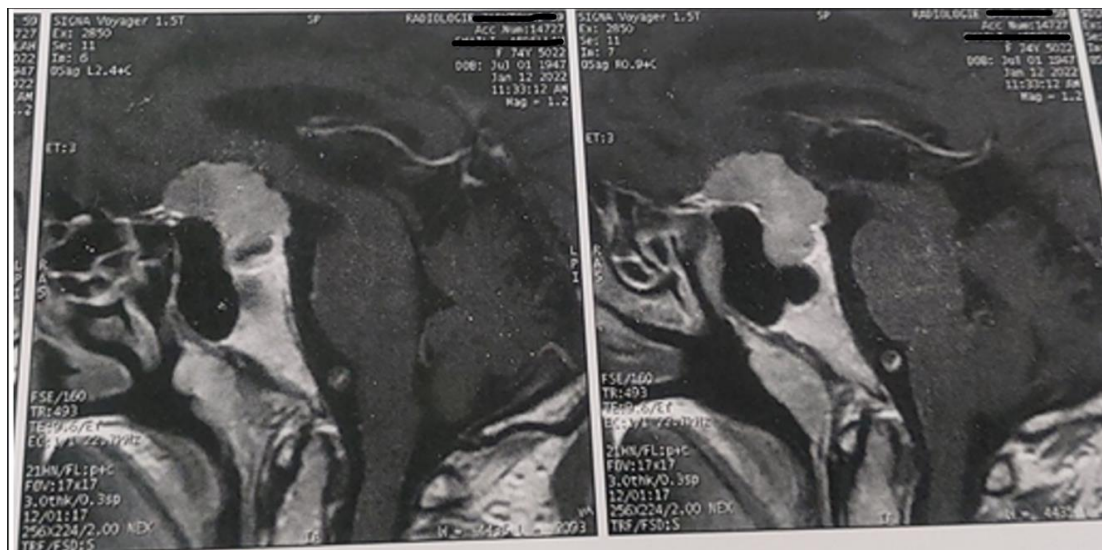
IRM cérébrale préopératoire – coupe sagittale – séquence T1 après injection de gadolinium, objectivant une lésion développée aux dépens du tuberculum sellae, s'étendant vers le haut avec refoulement du chiasma optique.
